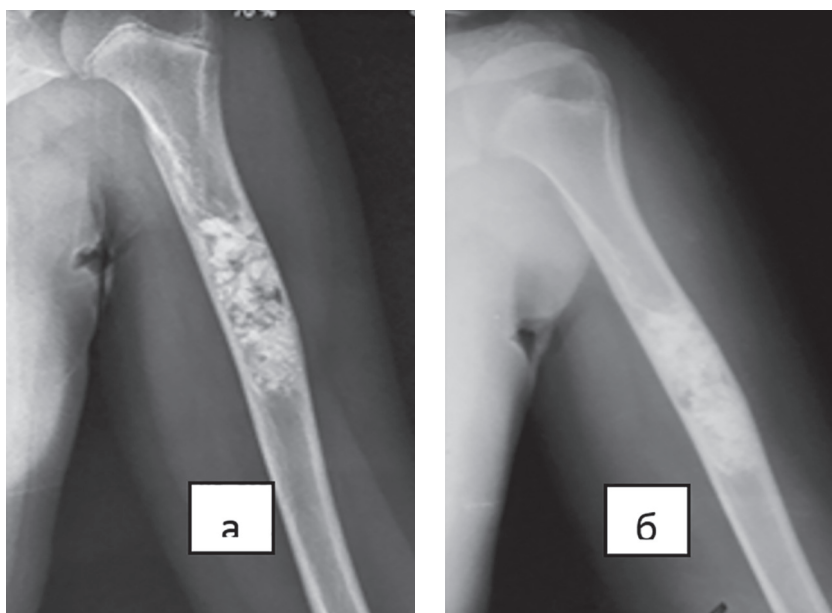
Контрольная рентгенограмма левой плечевой кости пациентки Ж., через 2 года (а) и через 5 лет (б) после хирургического лечения солидного варианта АКК с применением кальций гидроксиапатита.
